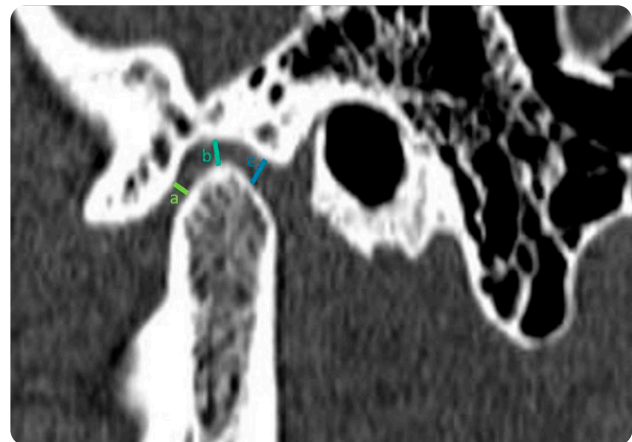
TC facial en reconstrucción sagital para evaluar: a) Espacio articular anterior; b) Espacio articular superior, y c) Espacio articular posterior.
